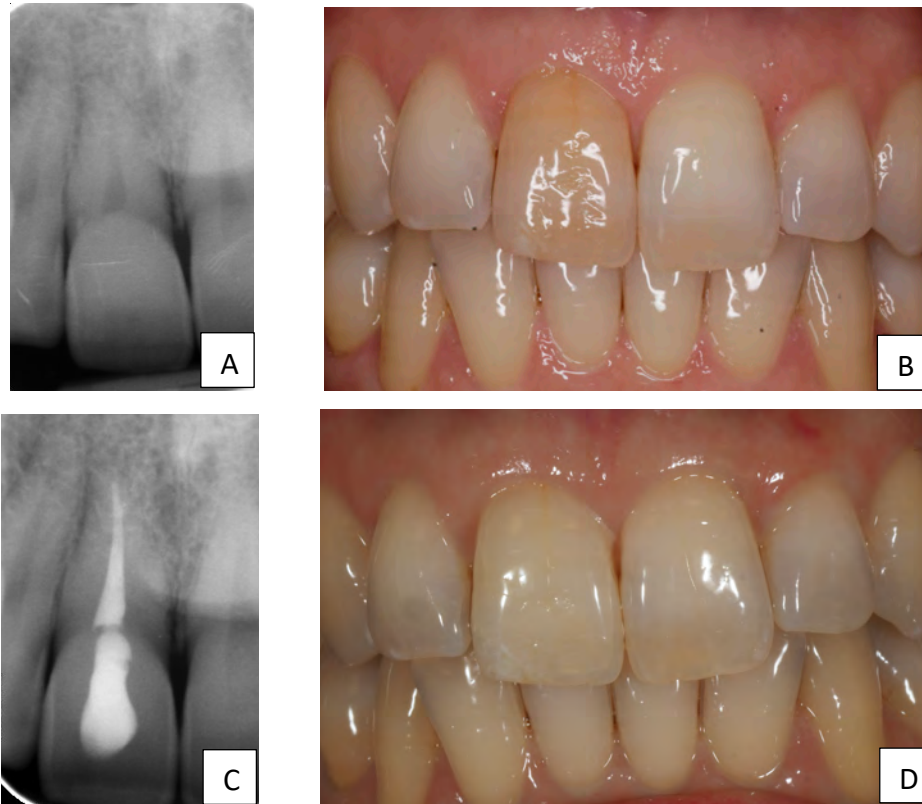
Paciente mujer de 42 años que inicia sintomatología a los 10 años de haber sufrido un traumatismo en el sector anterior. A la exploración observa percusión positiva y prueba de vitalidad pulpar negativa en el 1.1. A: Radiografía donde se aprecia retracción de la cámara pulpar por debajo de UAC y leve lesión apical; B: Fotografía donde se aprecia la discoloración amarillenta en el 1.1; C: Radiografía final del tratamiento de conductos en el 1.1; D: Fotografía tras blanqueamiento interno del 1.1.
